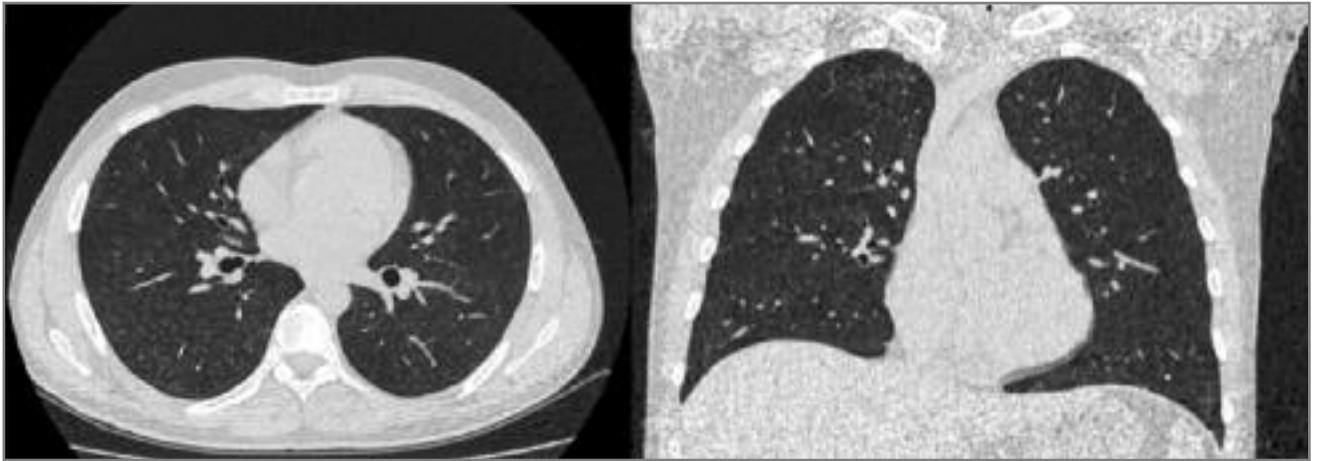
КТ ОГК (11.05.2017 г.). В обоих легких – центролобулярные микроузелки (1–3 мм) по типу «матового стекла», сливающиеся между собой, сходные друг с другом по размеру, форме, диффузно расположенные в краниокаудальной проекции. В S_{IV}, S_V, S_{VI} сегментах правого легкого ранее выявленная консолидация не определяется
